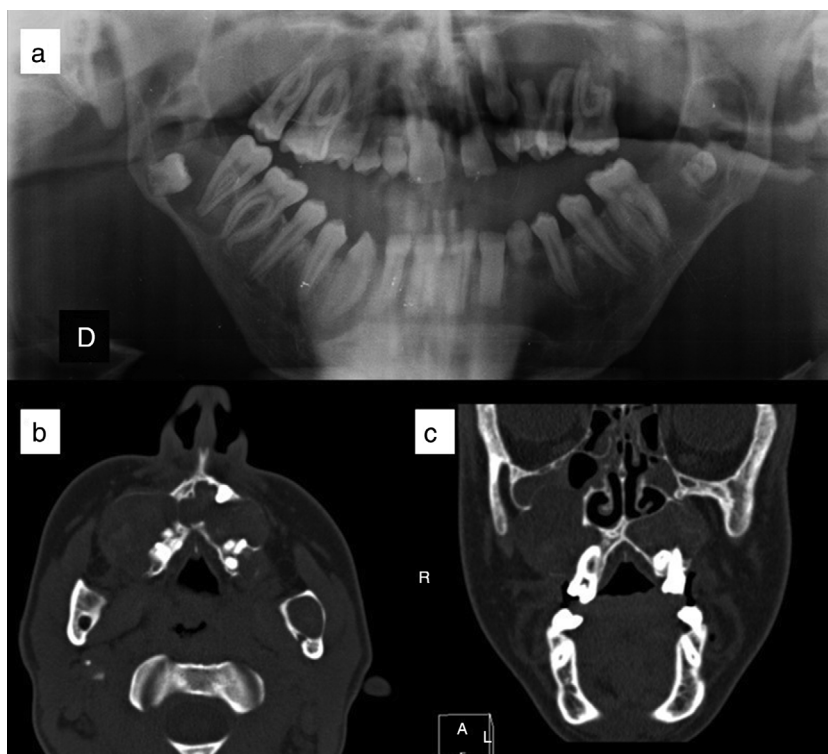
Queratoquistes odontogénicos en paciente con síndrome de Gorlin. a) Ortopantomografía, donde se aprecian queratoquistes engoblando varios molares. b) Corte axial de tomografía computarizada en el que se observan queratoquistes odontogénicos maxilares. c) Corte coronal de tomografía computarizada, donde se visualizan queratoquistes maxilares que comprimen los senos paranasales. Cortesía de la Dra. E. García Esparza.
